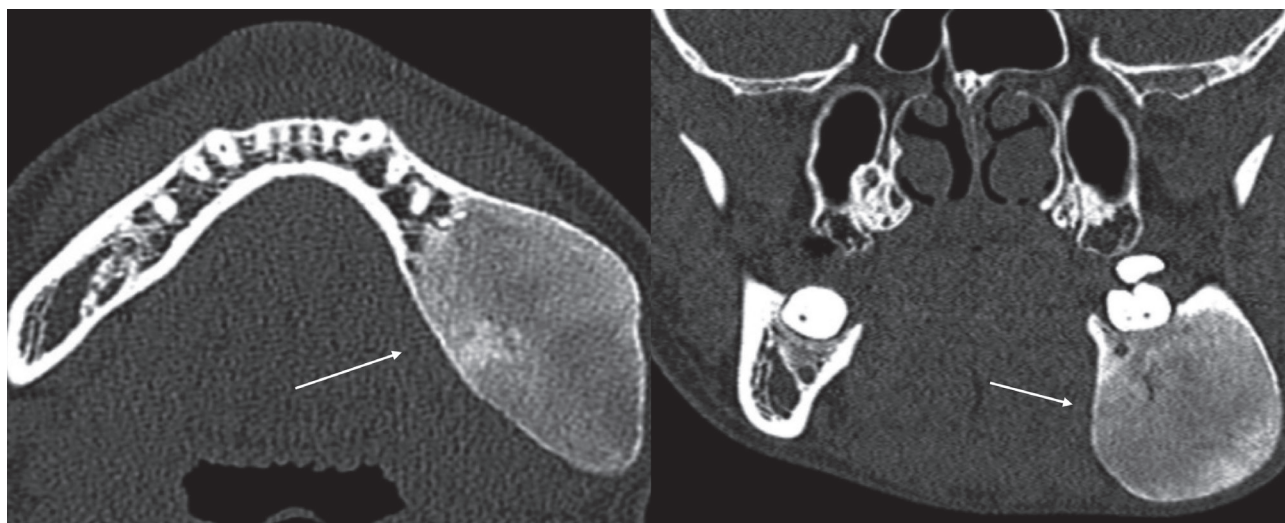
КТ, аксиальный и фронтальный срезы. Фиброзная дисплазия нижней челюсти слева
